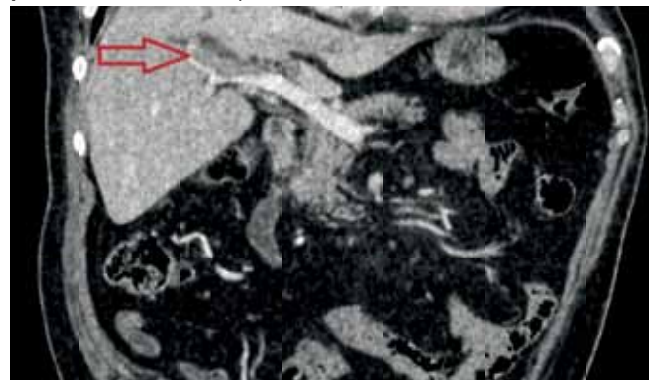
Infiltrácia tumoru do kmeňa a pravého ramienka veny portae (CT, axiálna rovina) (archív I. rádiologickej kliniky LF UK, SZU a UN Bratislava).
